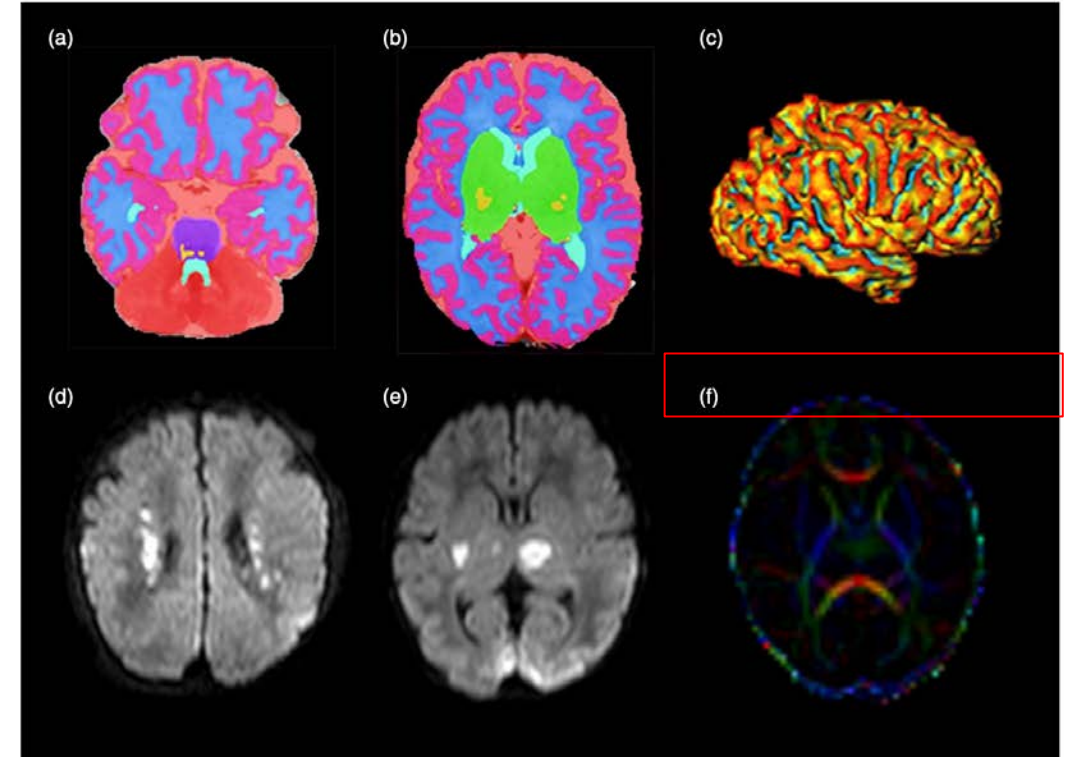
(a,b) T2-weighted imaging based brain volumes at different axial levels (pink, cortical gray matter; blue, unmyelinated white matter; purple, brainstem; red, cerebellum; light red, cerebral spinal fluid; turquoise, ventricles; green, basal ganglia; yellow, myelinated white matter). (c) 3D reconstruction of the inner cortical gray matter surface with the mean curvature of this surface (yellow, zero curvature; blue, negative curvature; red, positive curvature).⁹⁵ (d,e) Axial diffusion MRI displaying the high intensity of respectively periventricular white matter lesions and bilateral focal infarctions of the basal ganglia and thalamus at axial level. (f) Neonatal diffusion tensor imaging at the axial level of the posterior limb of the internal capsule (blue, superior inferior tracts) and corpus callosum (red, left-right tracts) .
